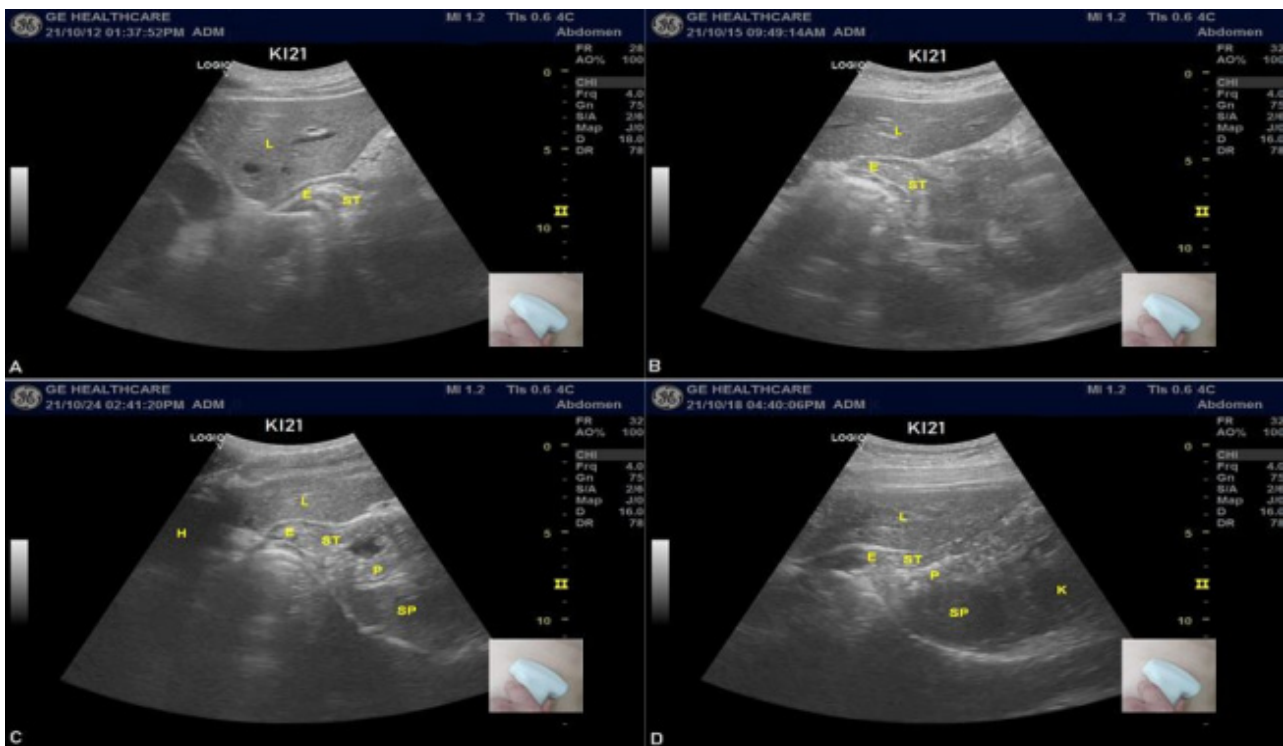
Ultrasound images of the cardia of the stomach. L: liver, E: esophagus, ST: stomach, H: heart, P: pancreas, SP: spleen, K: kidney.
